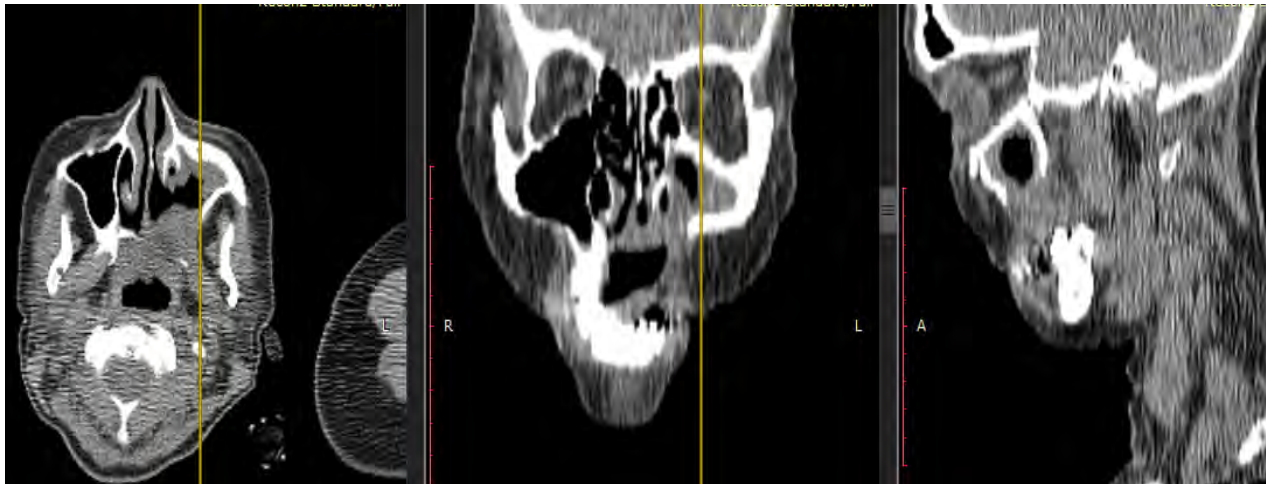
КЛ КТ. Пациентка М. Диффузный бисфосфонатный остеонекроз бокового и фронтального сегментов верхней челюсти, функционирующее ороантральное сообщение слева, признаки хронического верхнечелюстного синусита слева
